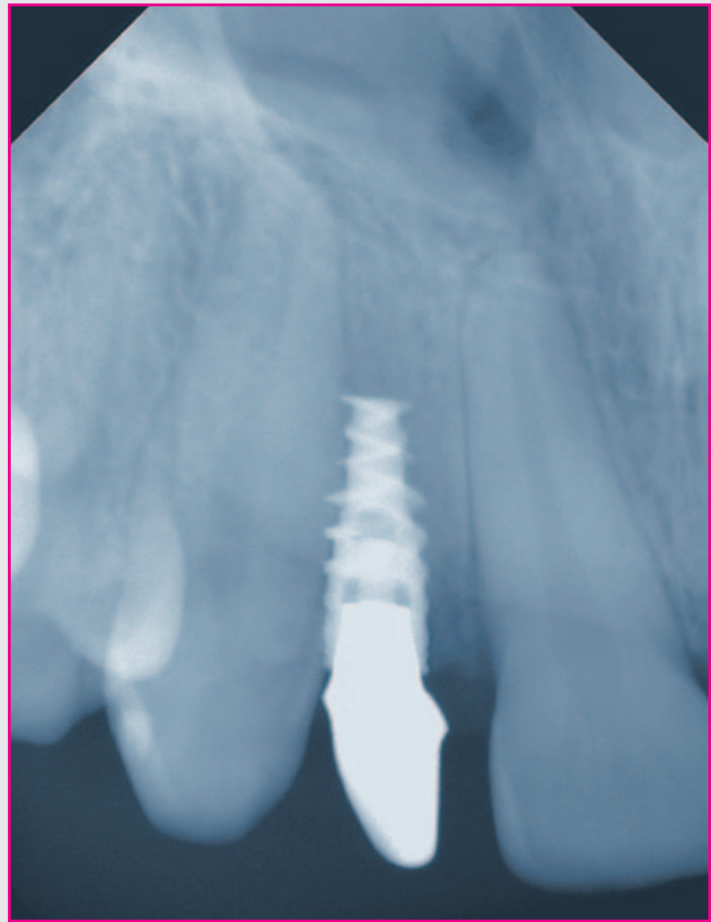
Röntgenkontrolle 13 Monate nach Eingliederung.
